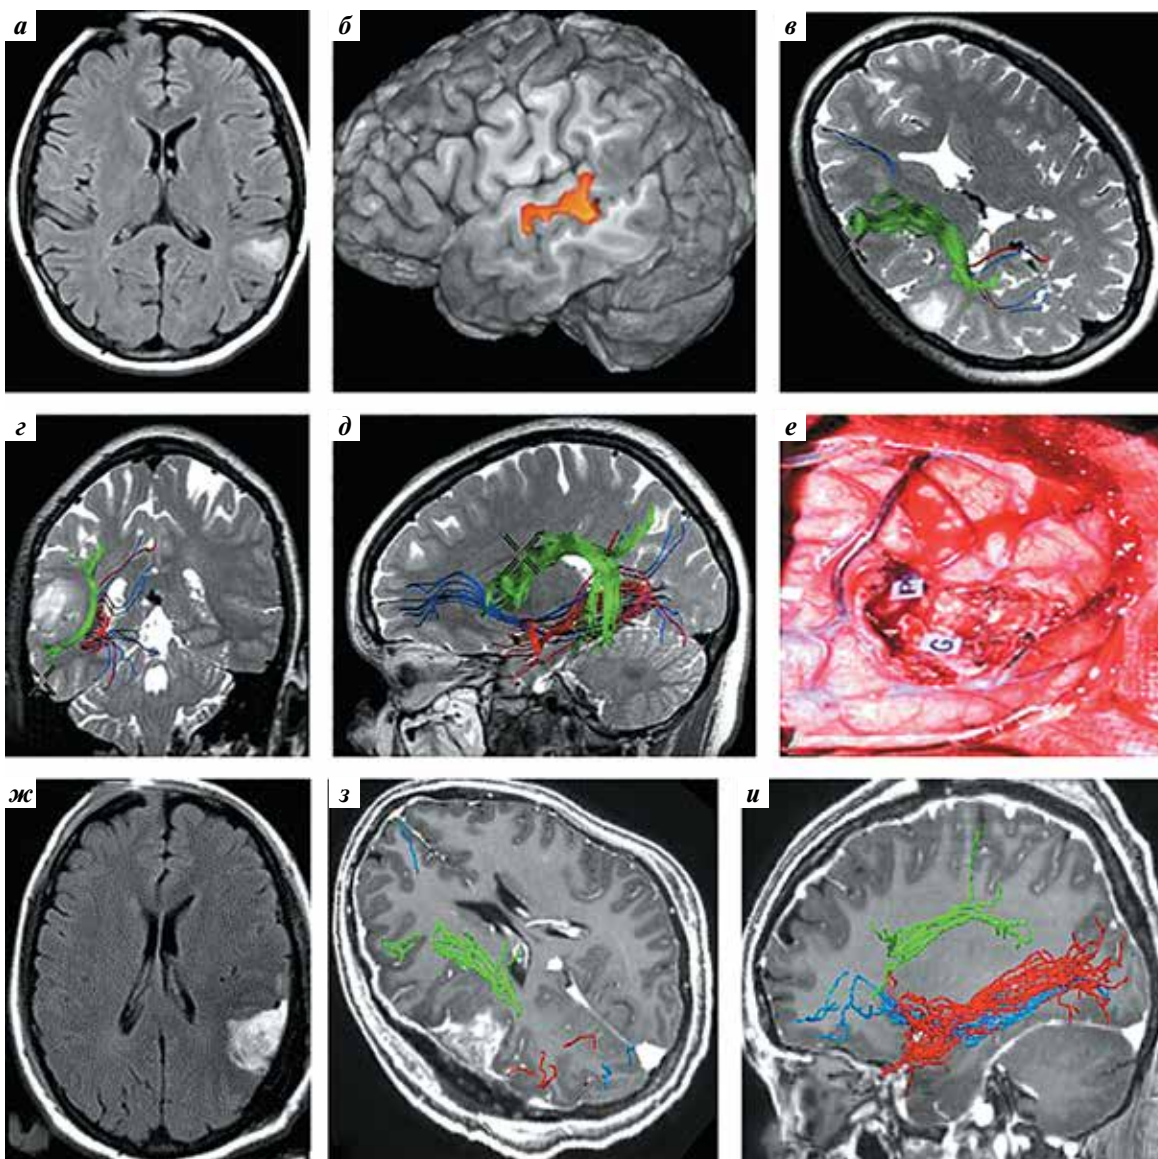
Данные пациентки Р.: а – магнитно-резонансная томография (МРТ) до операции: аксиальный срез в режиме FLAIR; б – функциональная МРТ до операции: оранжевым цветом обозначена зона Вернике (расположена впереди от опухоли); в–д – магнитно-резонансная трактография до операции: зеленым цветом обозначен дугообразный пучок (интактный) – расположен по задней границе опухоли и тесно прилежит к ней; нижний лобно-затылочный (обозначен синим цветом) и нижний продольный (обозначен красным цветом) тракты интактны; е – интраоперационная фотография: буквами G, P обозначен аркуатный тракт; ж – МРТ после операции: аксиальный срез в режиме T2 FLAIR; з, и – магнитно-резонансная трактография после операции: зеленым цветом обозначен дугообразный пучок; нижний лобно-затылочный и нижний продольный тракты интактны
